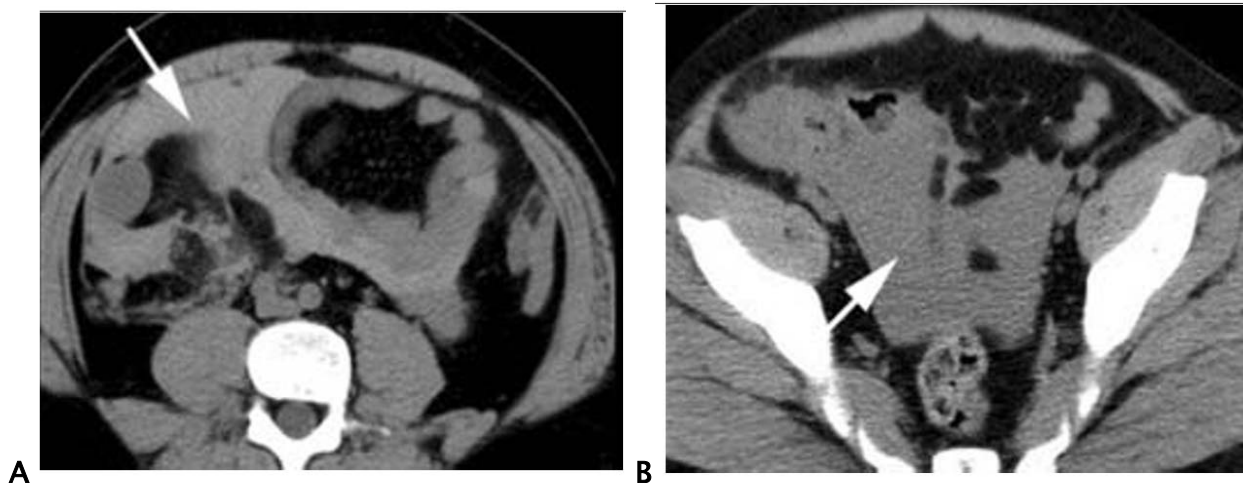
Aspect TDM d'un hémopéritoine.
